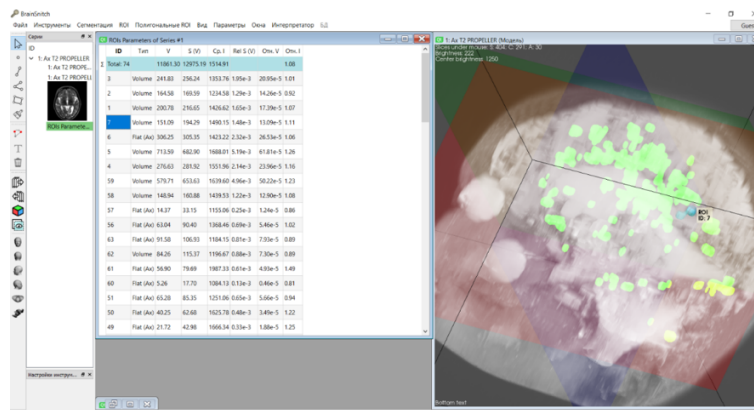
Табличные значения «квазиинтенсивности» очагов демиелинизации на МРТ-скане, полученные при помощи программы «Brain Snitch»
